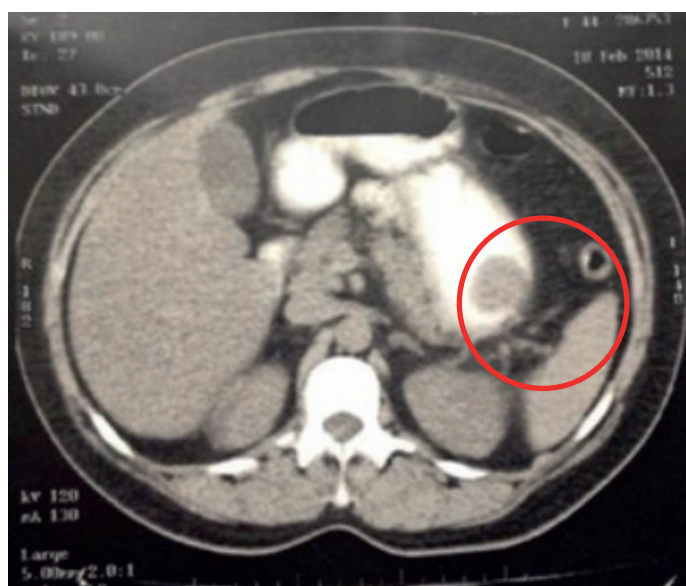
Tomografia computadorizada evidenciando tumoração na porção anterossuperior do estômago.
